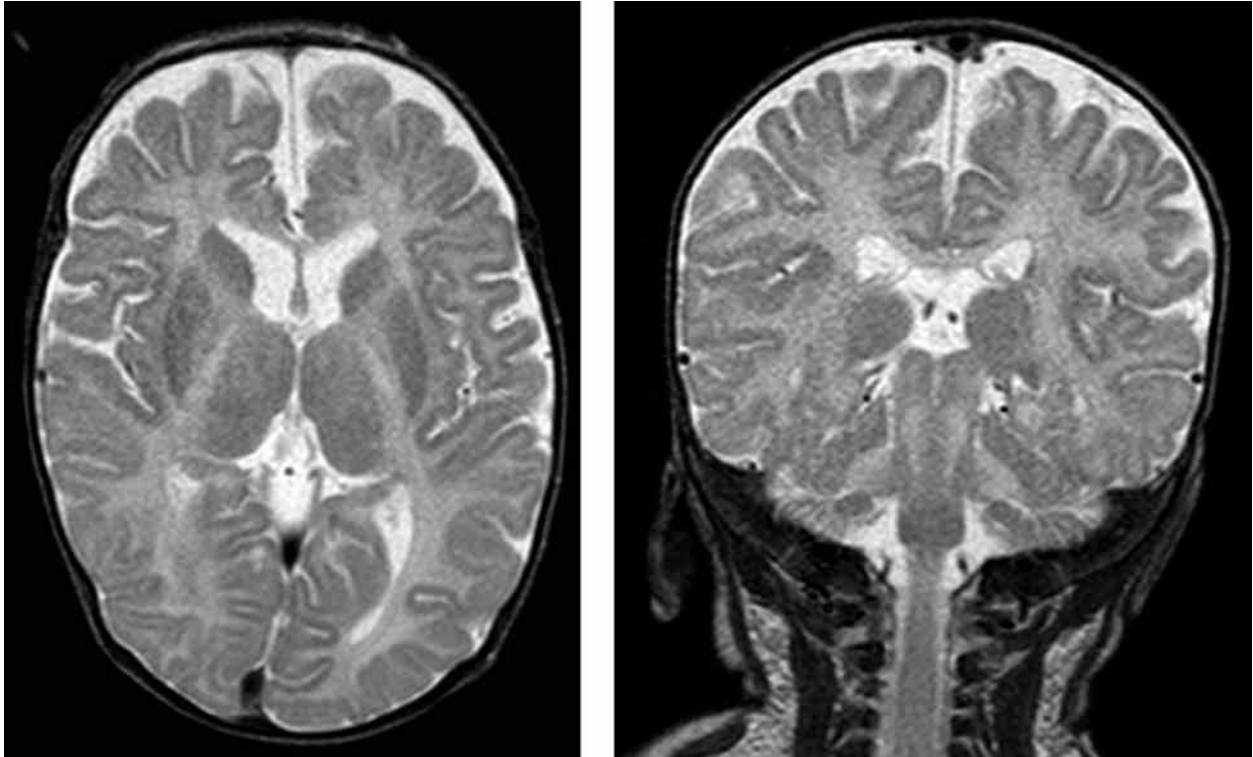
Corte transversal y coronal (secuencia T2) en RM cerebral del paciente. Alteración de la señal en la sustancia blanca supratentorial, afectando a vías corticoespinales largas a través del tronco del encéfalo y afectando a la sustancia blanca de ambos pedúnculos cerebelosos medios y hemisferios cerebelosos.
